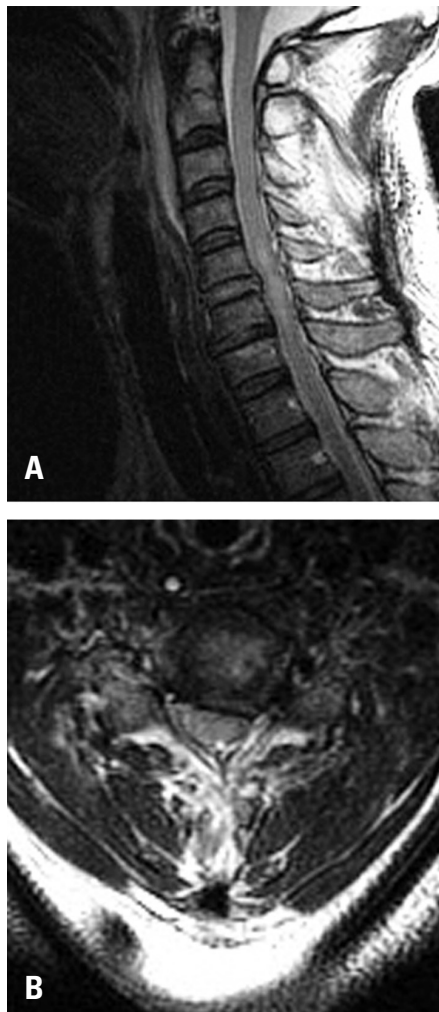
50/M, in car TA, ASIA impairment scale B, Motor index score 22. Spinal cord injury without bony injury. (A) The cord signal was increased at the C5-6-7 level, which revealed cord injury. (B) T2WI axial MRI at C6-7 showed left paracentral disc herniation but no bony abnormality.
